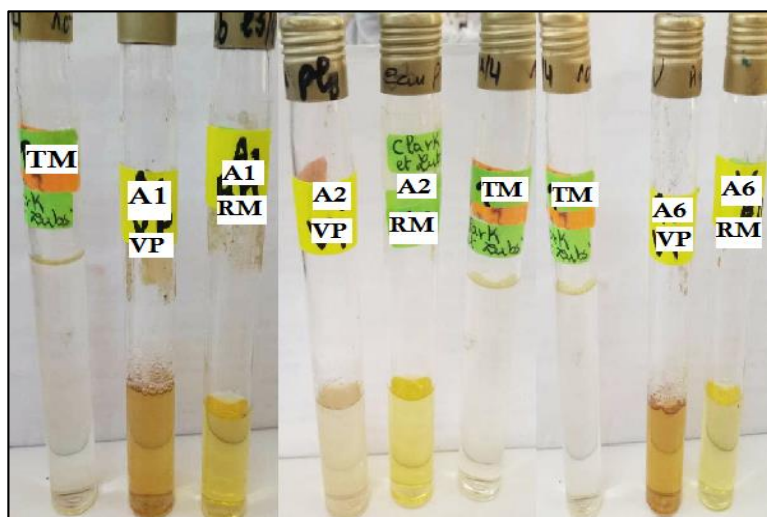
Test de VP et RM des isolats des actinomycètes.
